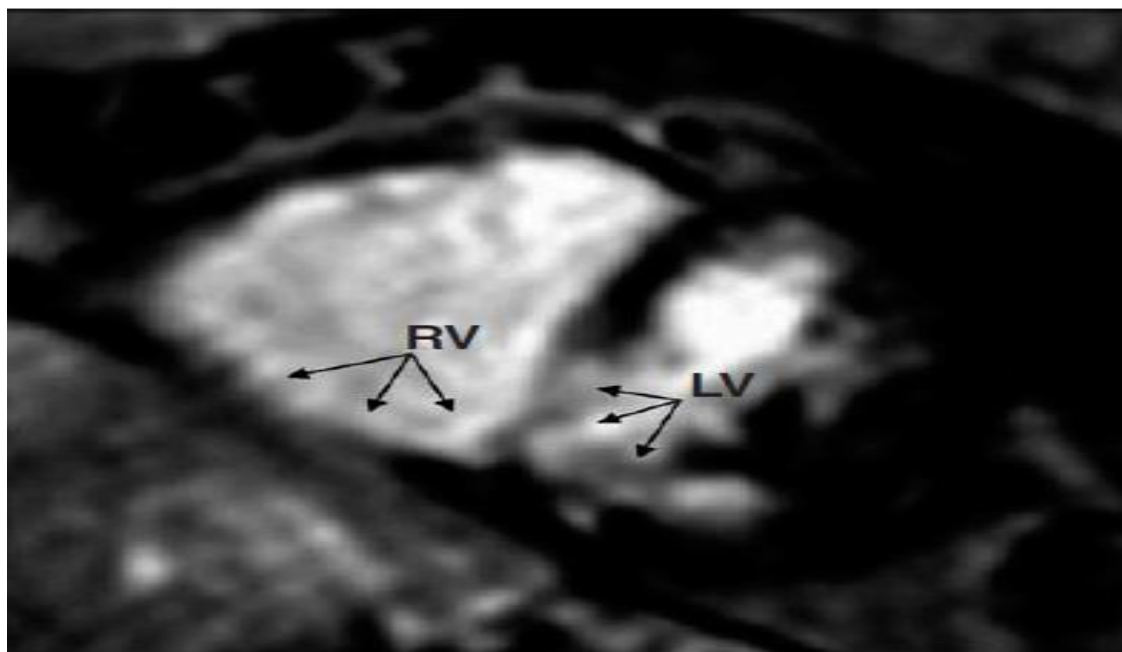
IRM chez un patient présentant un infarctus transmural postéro basal du VG s'étendant aux segments basal du ventricule droit (flèches), une dilatation du VD est vu avec une hypoperfusion de la paroi inférieure des deux ventricules et la partie postéro-inférieure du septum inter ventriculaire.
